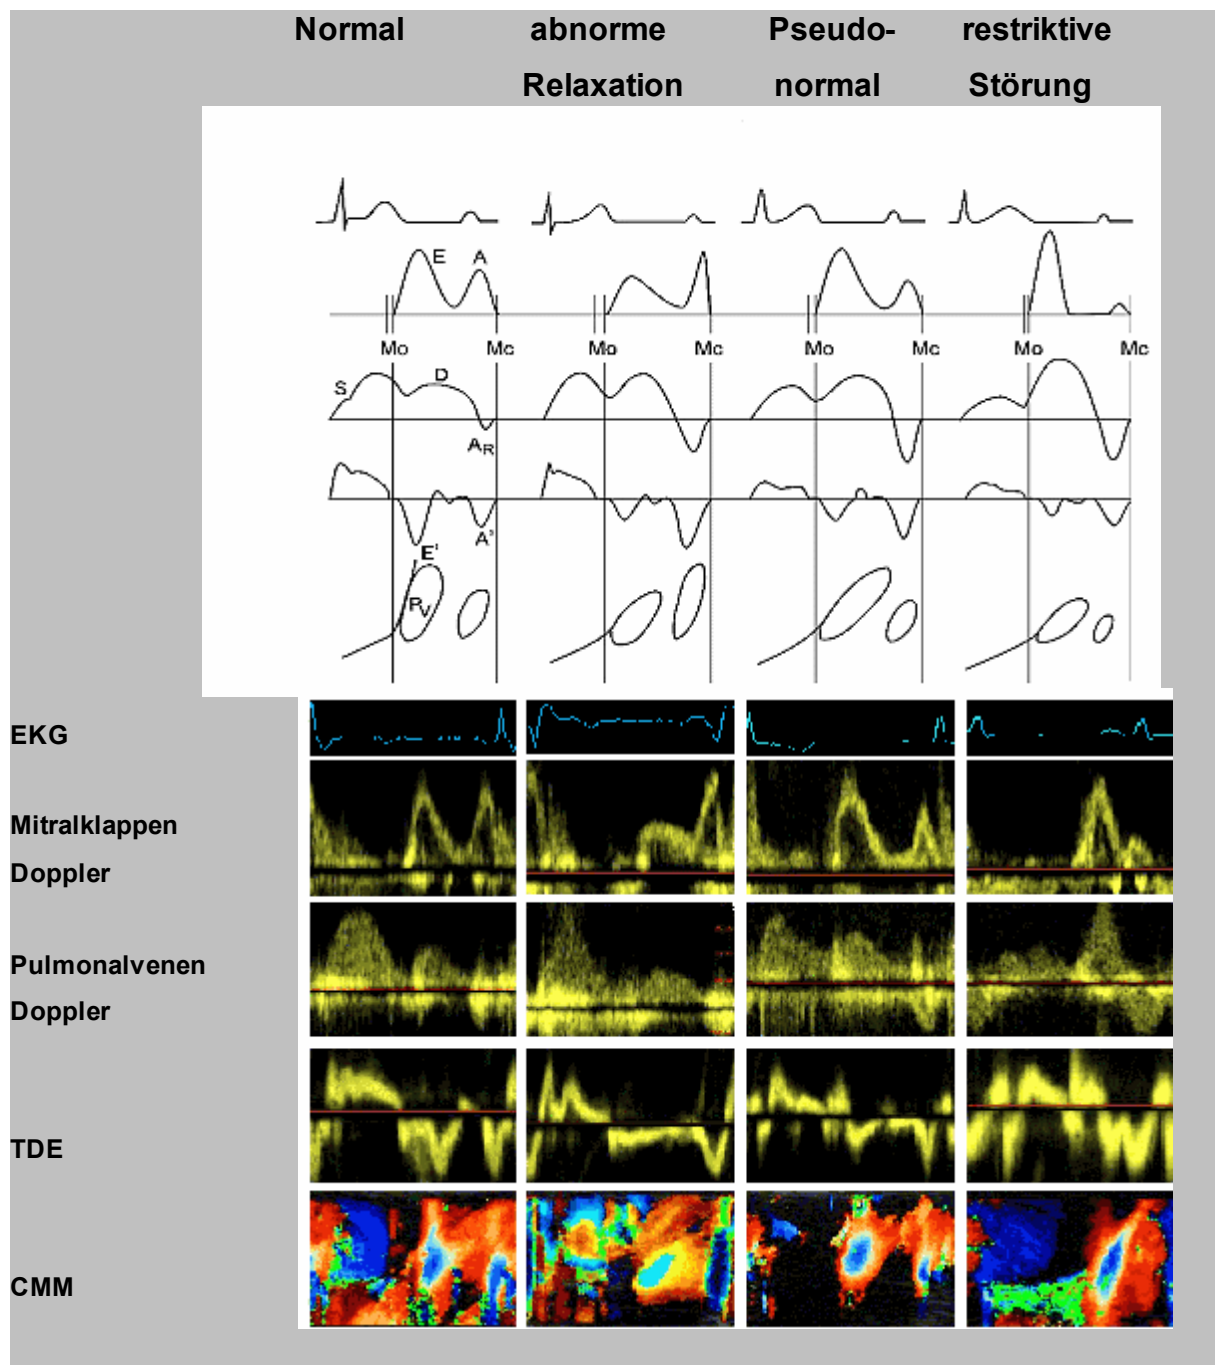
Darstellung verschiedener diastolischer Funktionszustände im klassischen Doppler, Lungenvenen Doppler, Tissue Doppler (TDE) und Color M-mode Doppler (CMM) (verändert nach Roeland 2001). E = frühe Füllung, A = atriale Füllung, Mo = Öffnung und Mc = Schließung der Mitralklappe. S = systolischer Flow, D = diastolischer Flow, A_R = Rückwärtsfluss in die Pulmonalvene.
